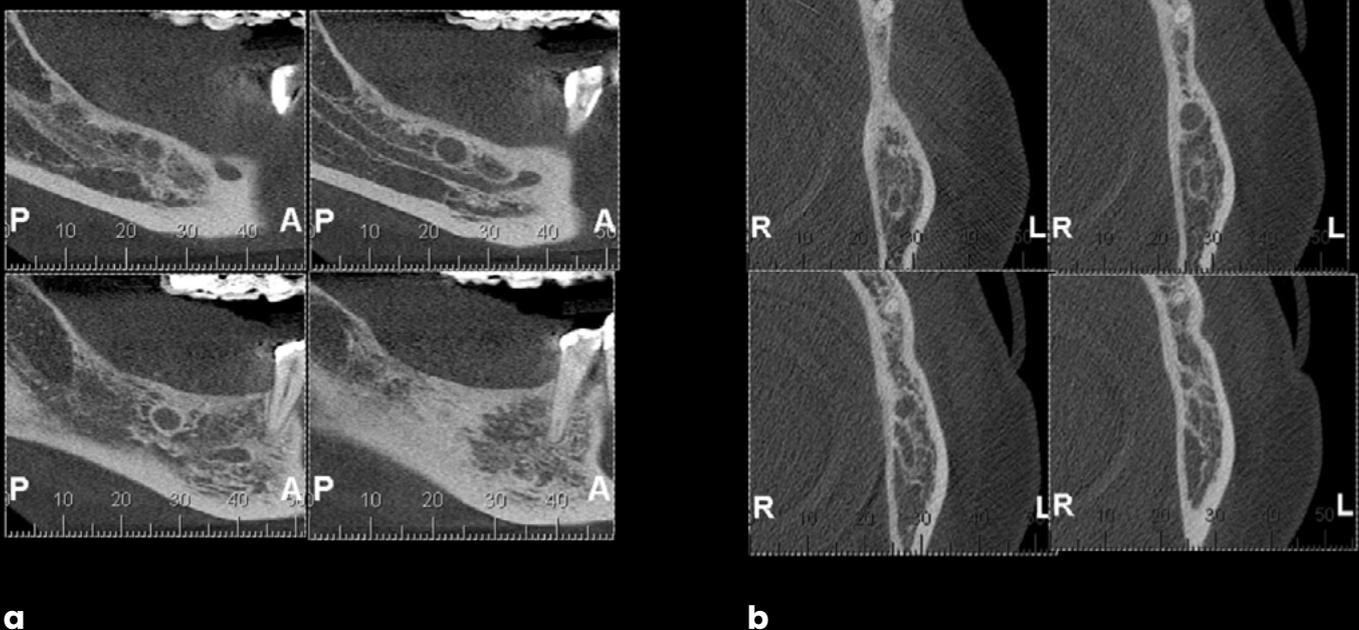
Tomografía computarizada inicial (TC) - mayo de 2015 - mostrando una lesión hipodensa unilocular con margen esclerótico que mide aproximadamente 0.8 x 0.8 x 0.7 cm en la mandíbula posterior derecha (a: sección sagital) (b: sección coronal).
